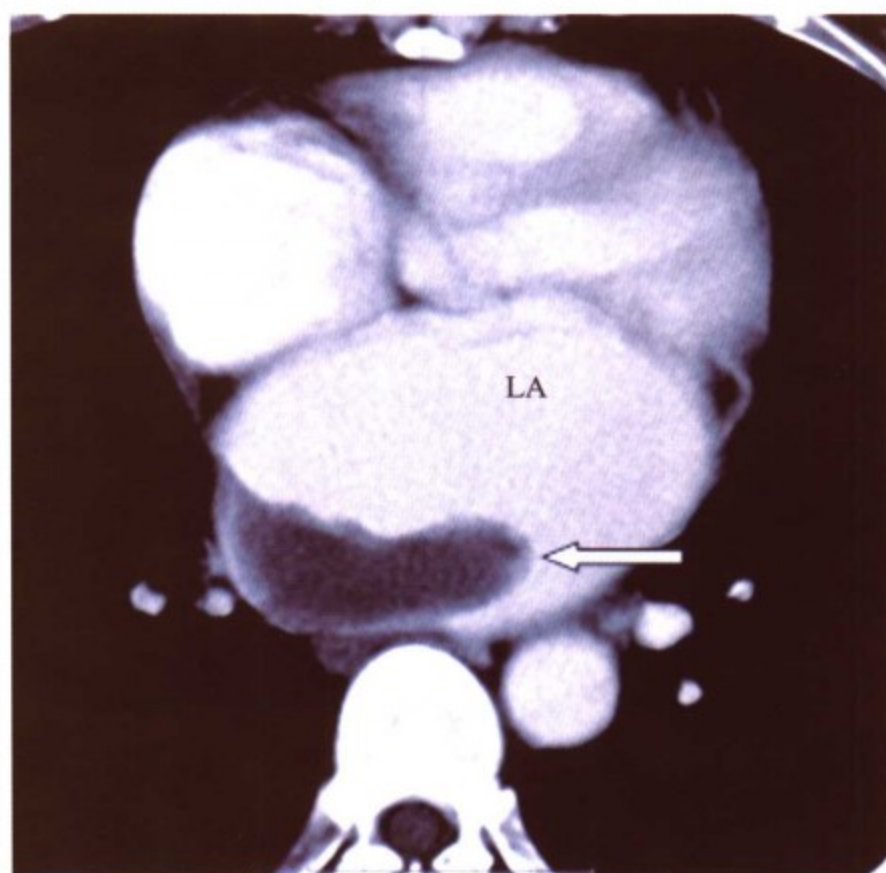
心脏增强 CT 图像显示左心房 (LA) 明显扩大, 其内可见血栓 (箭头所指)
